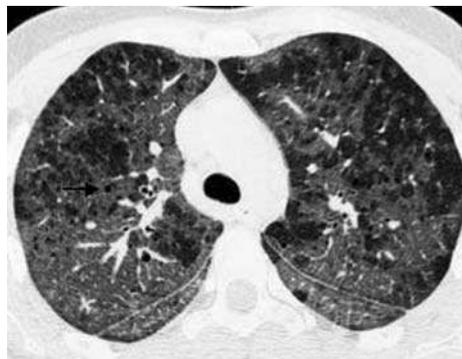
TAC torácica: opacidades bilaterales intersticiales y en vidrio deslustrado por infección por *Pneumocystis jirovecii*.
